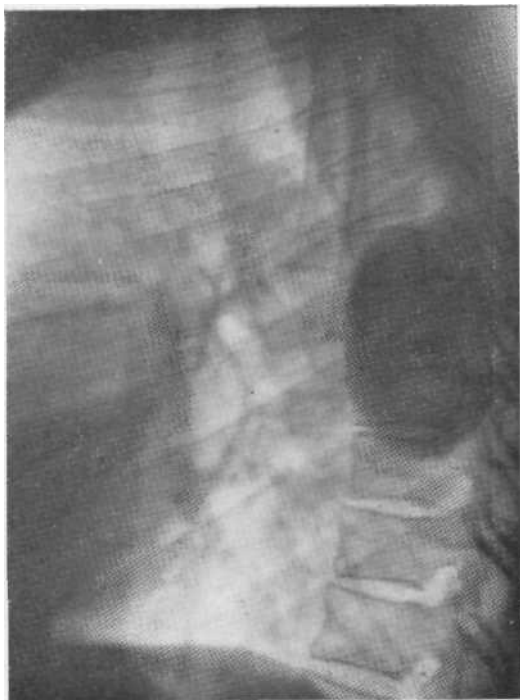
Рентгенограмма в боковой проекции. Нейрогенная опухоль паравертебрального пространства. Опухоль проецируется на фоне позвоночника и широко примыкает к задним отросткам ребер.
